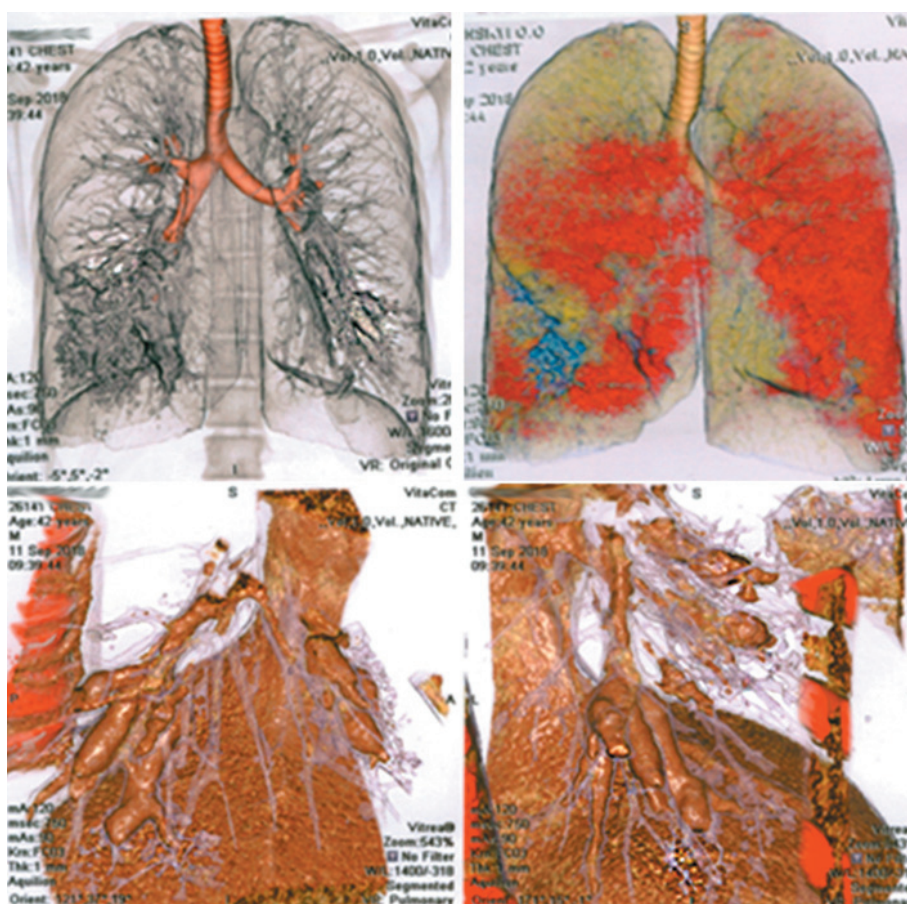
КТ грудної клітки хворого Г., 36 років, з діагнозом АБЛА через 2 місяці лікування: комп'ютерне моделювання, відповідає С, D зрізам на рис. 1. Зберігаються тотально заповнені секретом бронхоектази в S4,8 зліва і S9 справа.
